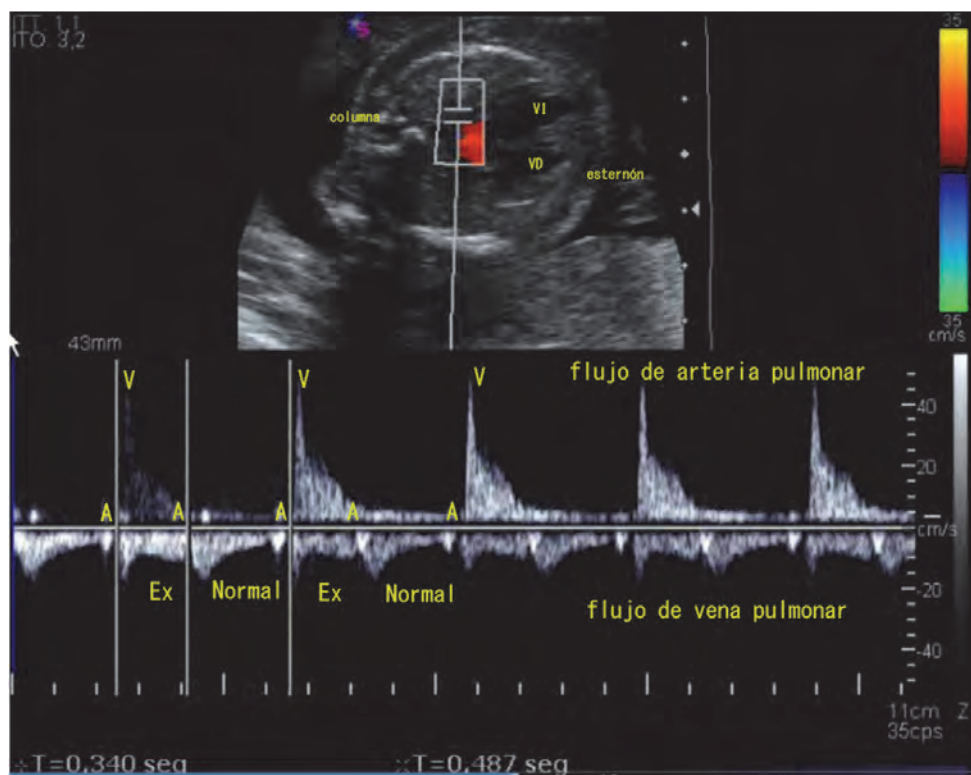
Extrasistolia auricular no conducida (EANC) acoplada en bigeminismo: Estudio Doppler-pulsado de vena y arteria pulmonar izquierda. El flujo que se aleja del transductor corresponde con el flujo anterógrado de la vena pulmonar. El flujo que se acerca al transductor es el flujo de la arteria pulmonar. En el trazado auricular se identifica un intervalo AA corto (extrasístole auricular no conducido) alternando sistemáticamente con un intervalo AA largo (contracción auricular que se sigue de contracción ventricular). Se pueden observar dos ondas de flujo auricular por una de flujo ventricular. Si el intervalo AA fuera constante podríamos afirmar que nos encontramos ante un BAV de segundo grado con conducción 2:1.
